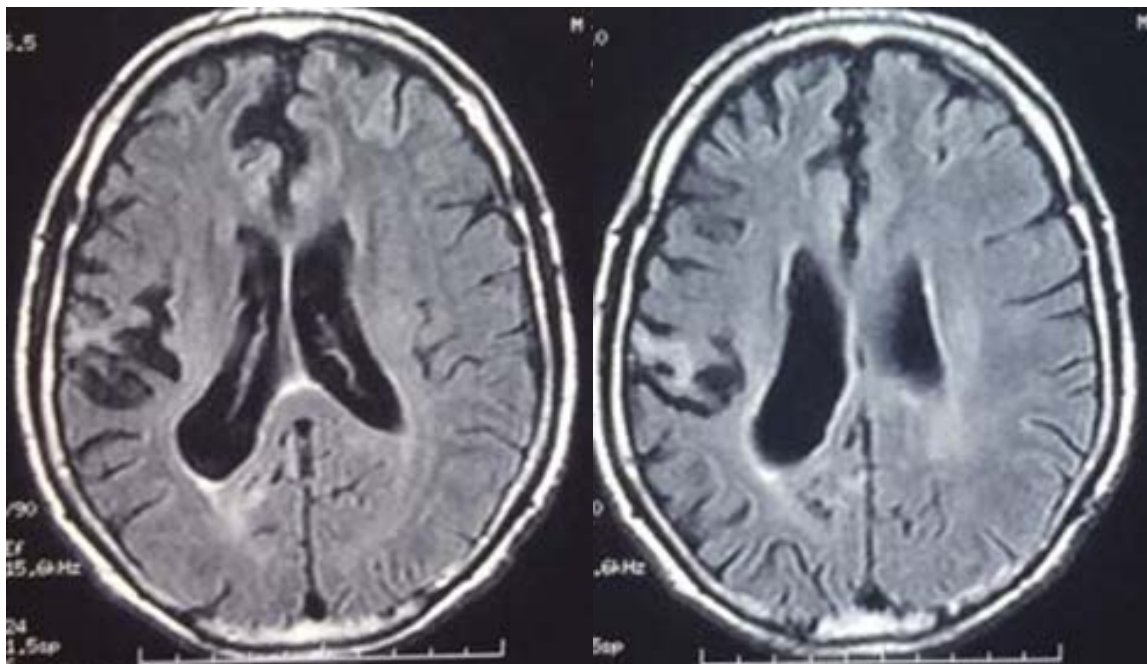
IRM cérébrale montrant une gliose cicatricielle sustentorielle temporo-pariétale droite, avec des hypersignaux périventriculaires en séquence Flair
